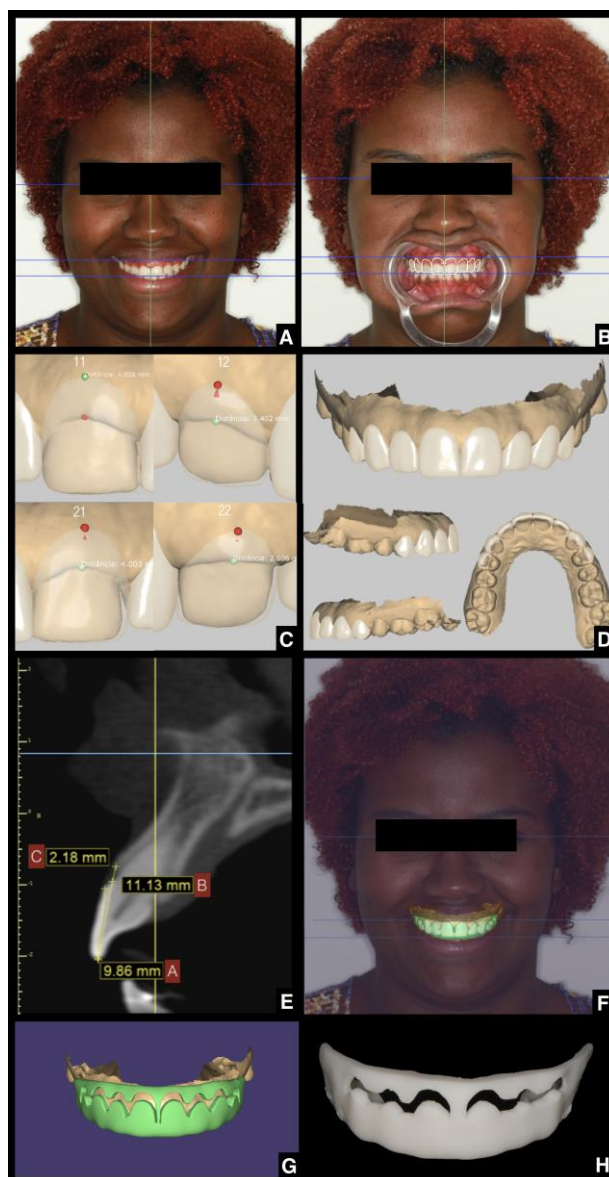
Digital planning and double guide confection. A-B: 2D planning; C-D: 3D digital wax-up; E: Cone beams computed tomography; F-G: Double guide design; H: Double guide.
